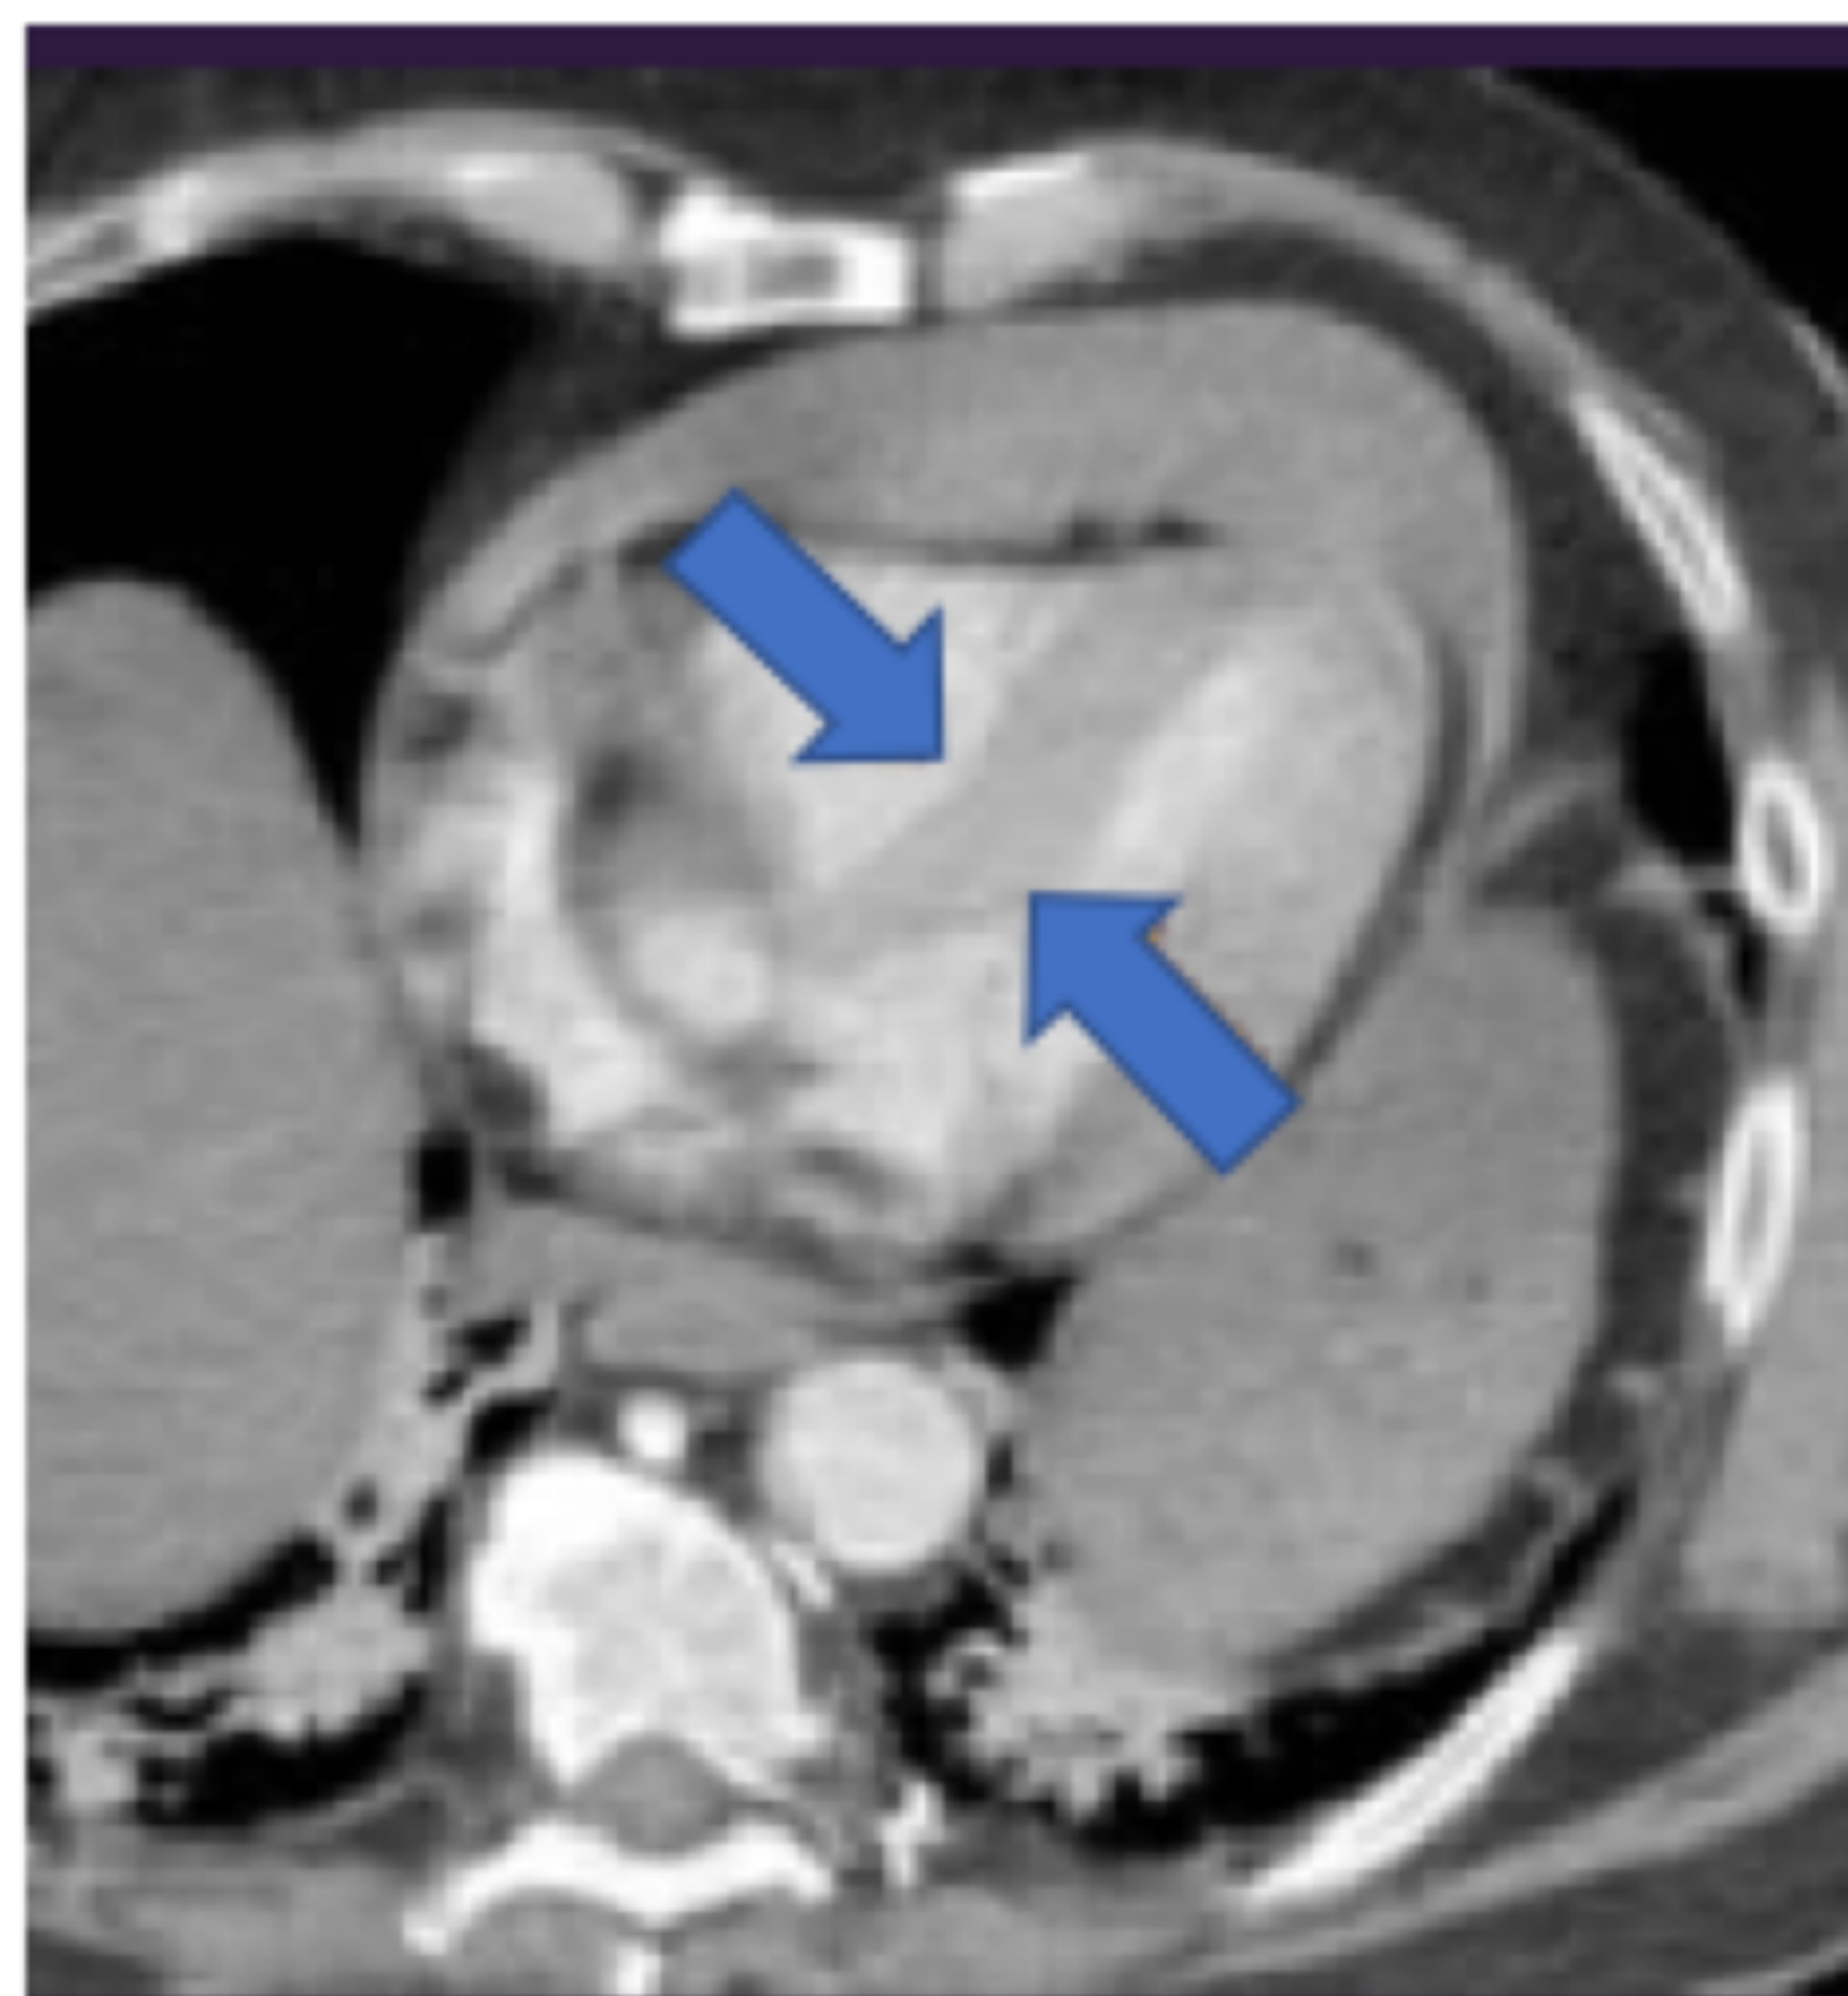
TC de tórax con CIV: desplazamiento y engrosamiento del septo interventricular en un paciente con taponamiento cardíaco
